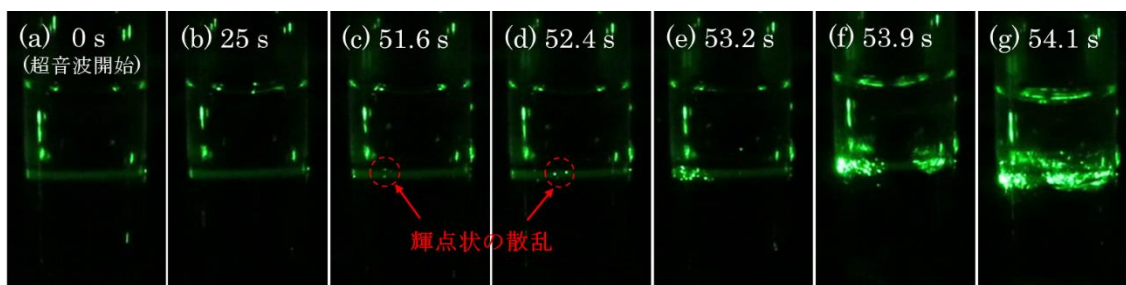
超音波照射による結晶化時の溶液状態変化 ( $\sigma_{II} = 5.1$ )
